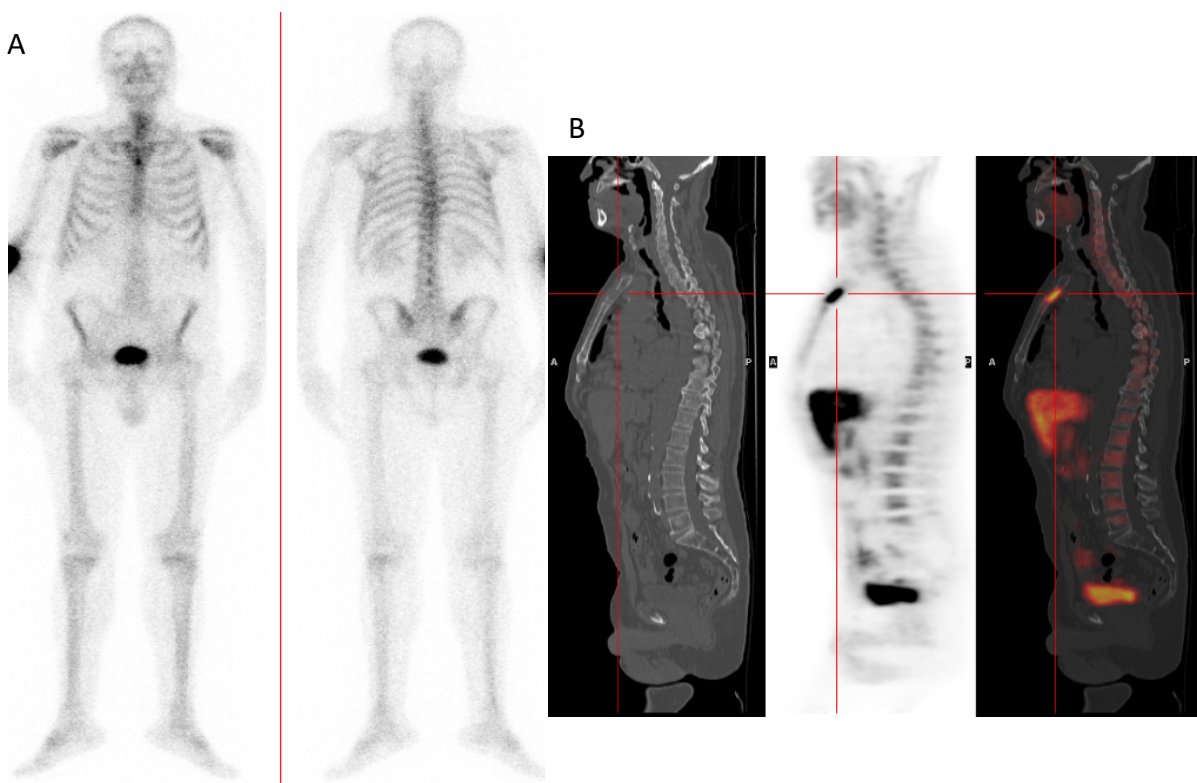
A) Gammagrafía ósea con depósito hiperactivo en manubrio-cuerpo esternal. B) En la PET-CT ^{18}F -Colina se observó una lesión lítica con incremento focal del metabolismo fosfolipídico sugestiva de metástasis ósea.
